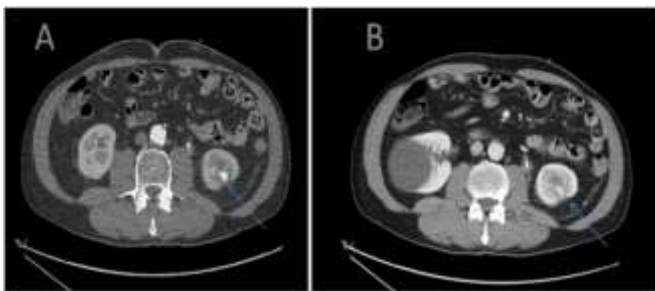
TAC abdomino-pélvico con contraste que muestra imagen nodular hiperdensa en el riñón izquierdo en la fase arterial (A) que no muestra cambio de morfología en fase venosa (B), compatible con punto de sangrado
